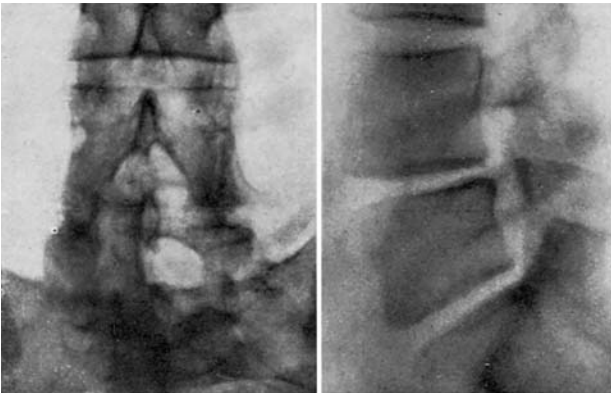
Radiografías de un caso de hernia de disco, entre 5.^a L y 1.^a S, en un hombre de 45 años, operado de artrodesis lumbosacra unilateral, después de laminectomía. Resultado a los 5 meses.
